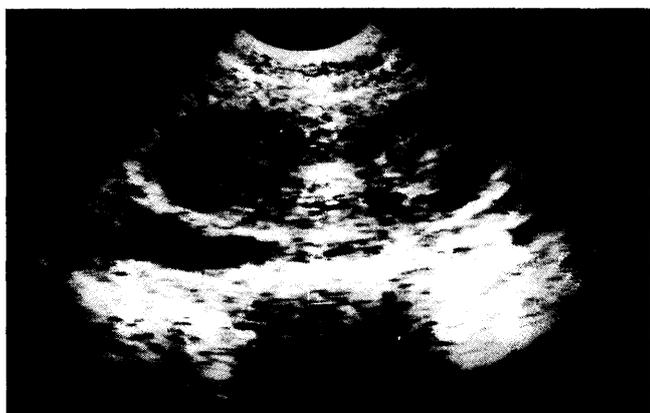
Sonographisches Querschnittbild der Arteria iliaca interna sinistra (links) und dextra (rechts), 5-MHz-Sektorschallkopf, transrektal, 9 Monate nach dem ersten Krankheitsschub. Das Lumen der Arteria iliaca interna dextra ist weiterhin zum großen Teil verlegt. Der echodichte (helle) Thrombus zeigt einen geschichteten Aufbau mit sichelförmigen (dunklen) Aussparungen, wo das Blut fließt. Auch das Lumen der Arteria iliaca interna sinistra ist immer noch zu mindestens 50 % durch einen Thrombus (hell) verschlossen.
